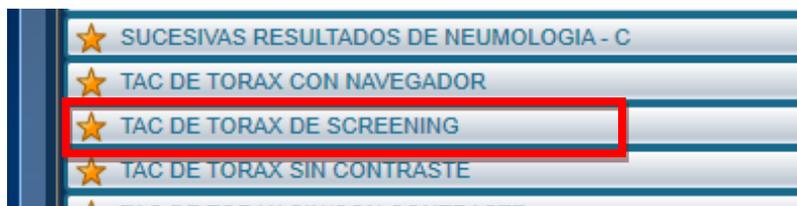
Prestación en Casiopea de TAC de cribado en la FJD
